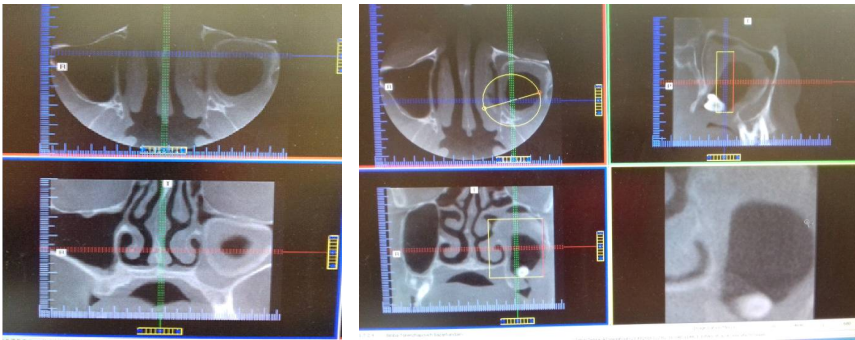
Компьютерная томография верхней челюсти и придаточных пазух носа пациента
